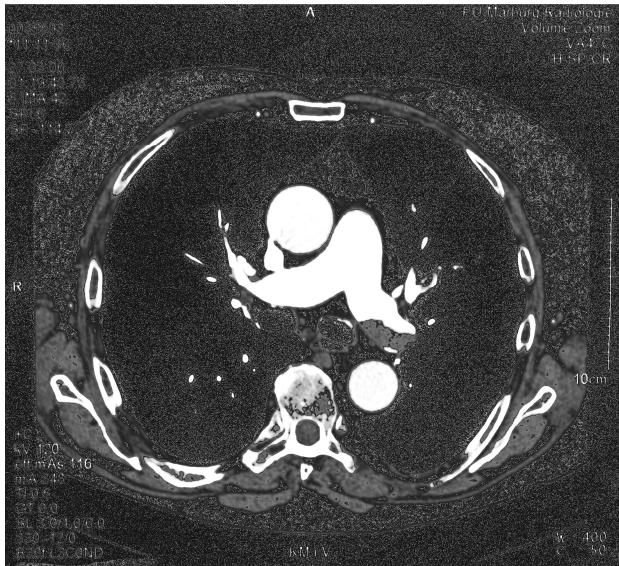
CT Thorax: Nachweis einer Lungenembolie beidseits. (Patient Nr. 38).
